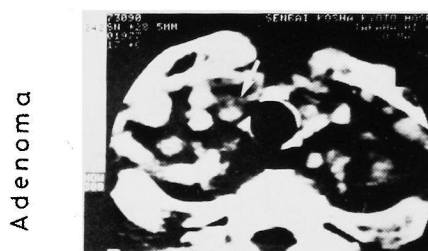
B. Falsely positive in the right thyroid area in enhanced CT (top) which was proved to be thyroid adenoma. Parathyroid adenoma was found at the right mediastinum during the operation, which was confirmed by CT (bottom) retrospectively
